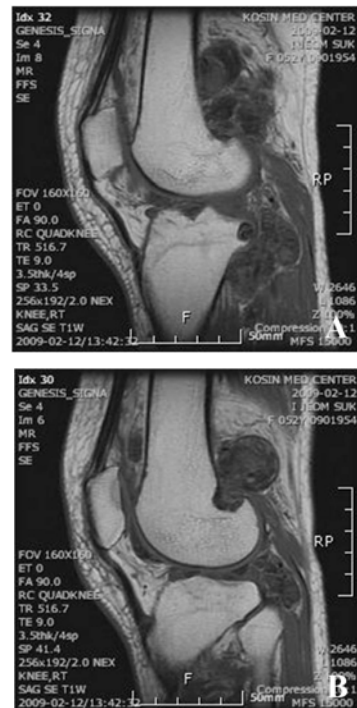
A. T1-weighted sagittal magnetic resonance image of the right knee shows a bony erosion just lateral to the posterior cruciate ligament insertion. B. T1-weighted sagittal magnetic resonance image of the right knee shows a bony erosion posteriorly of lateral femoral condyle.
